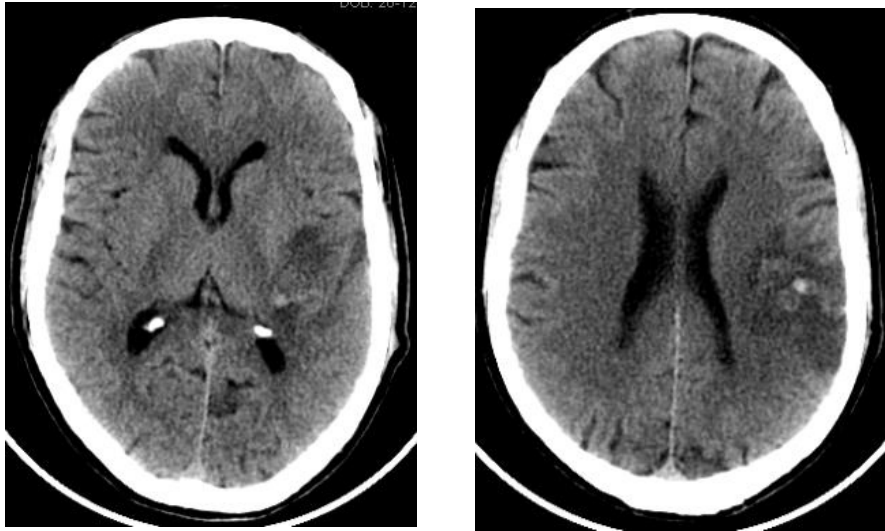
Imagens de TAC do Caso 40
